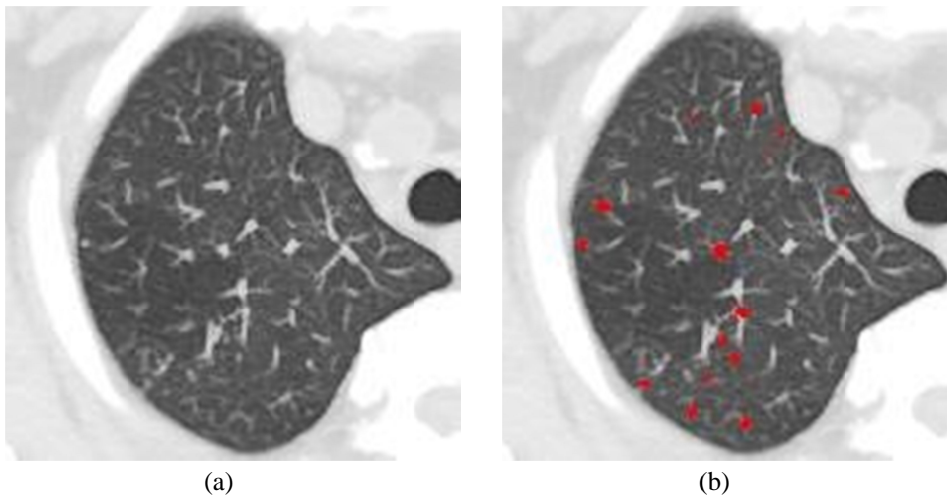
Axial image with detection result of pulmonary nodules of PR1/0 participant. (a) Maximum intensity projection of original CT image (3mm width), (b) detected nodule regions are colored by red.
